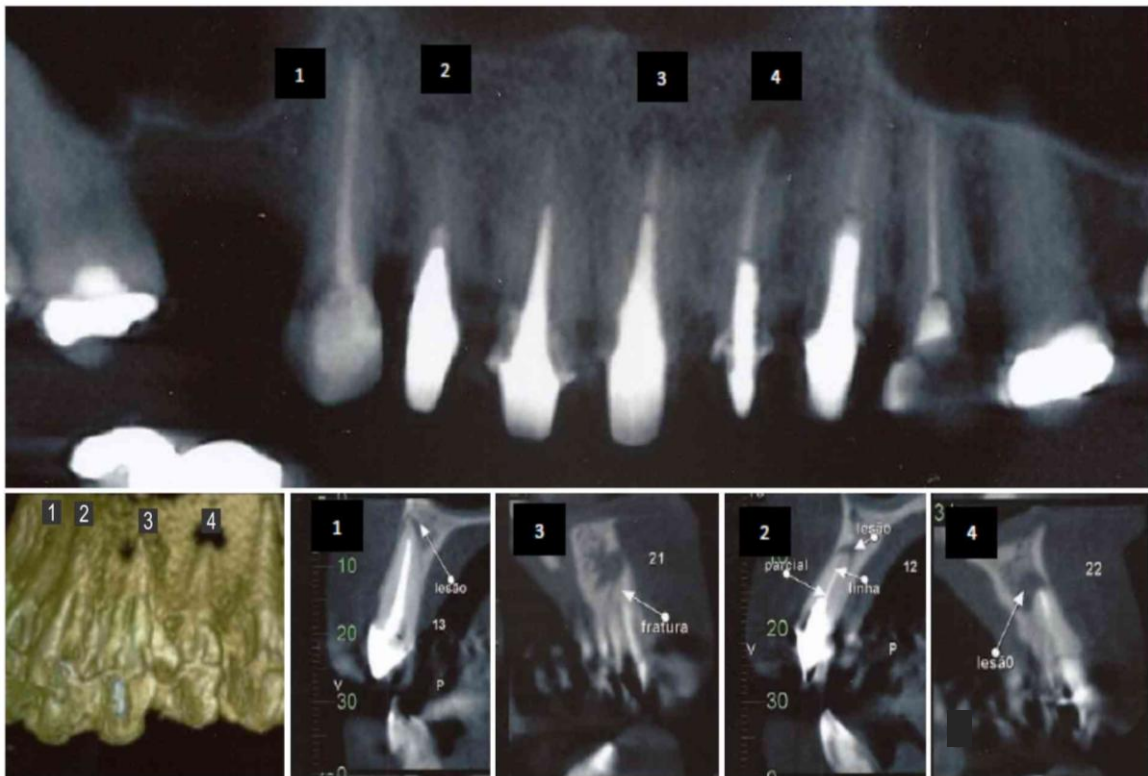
Tomografia Inicial: dentes 1,2,3,4 apresentando feridas perirradiculares persistentes
